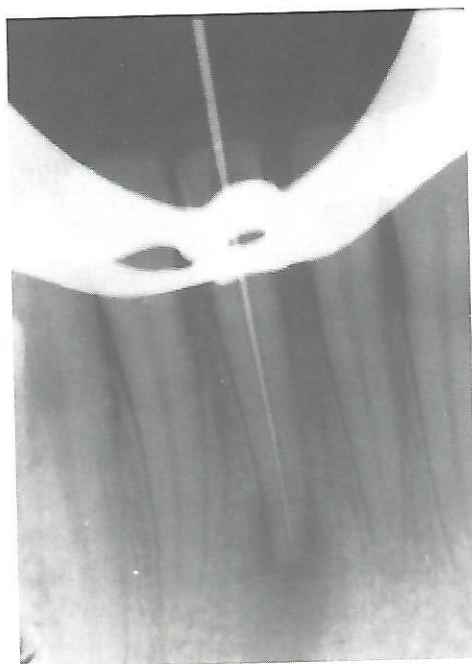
Fases do TER do dente 41 com necrose pulpar e lesão periapical: Rx inicial - 1º Rx odontometria - 2º Rx odontometria.
